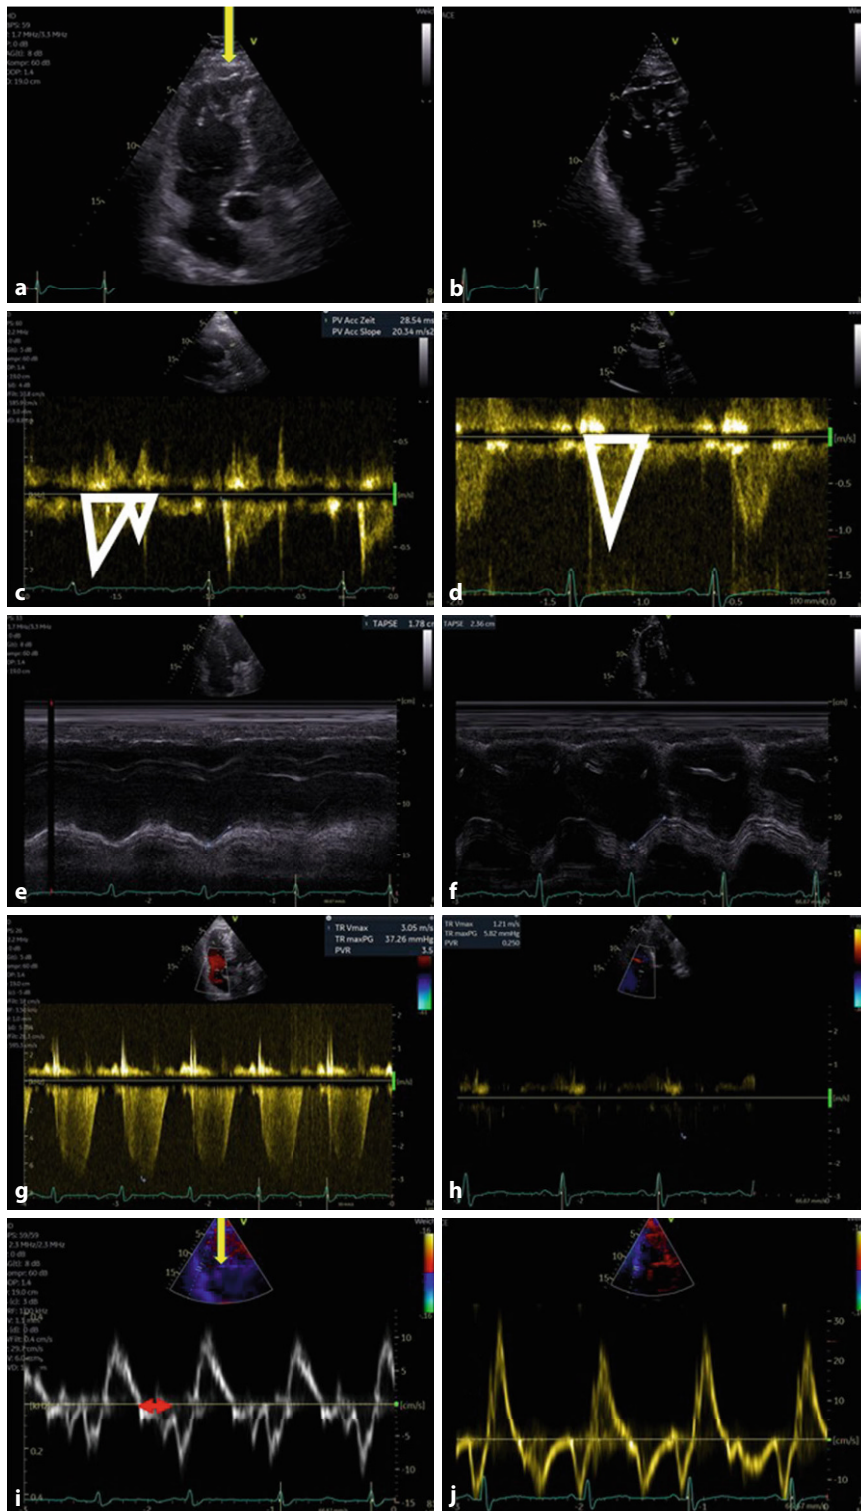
◀ Echokardiographische Dokumentationsbeispiele zur Diagnose und zum Therapie-monitoring bei akuter Lungenembolie: a Dokumentation des „McConnell“-Zeichens im fokussierten 4-Kammer-Blick des rechtsventrikulären Einflusstraktes (RVIT); b Dokumentation des pw-Doppler-Spektrums der Flussgeschwindigkeiten im rechtsventrikulären Ausflusstrakt (RVOT) mit Nachweis eines sog. „notchings“ (biphasisches systolisches Pulmonalis-Flussprofil); c Dokumentation der grenzwertigen TAPSE („tricuspid annular plane systolic excursion“) um 17 mm; d Dokumentation des pathologisch erhöhten systolischen Pulmonalis-Drucks plus geschätztem zentralem Venendruck über die Trikuspidalklappenregurgitation; e Dokumentation einer reduzierten systolischen Gewebegeschwindigkeit (RV-S') sowie einer verlängerten isometrischen Relaxationszeit des rechten Ventrikels (IVRT-RV); f–j korrespondierende Dokumentationen der 5 Parameter nach erfolgreicher Therapie mit Normalisierung der basalmittigen RV-Kontraktilität (f), Normalisierung des systolischen Pulmonalis-Flussprofils (g), Zunahme der TAPSE in Normbereiche (h), fehlende Trikuspidalklappenregurgitation (i) und Normalisierung von RV-S' und IVRT-RV (j)
